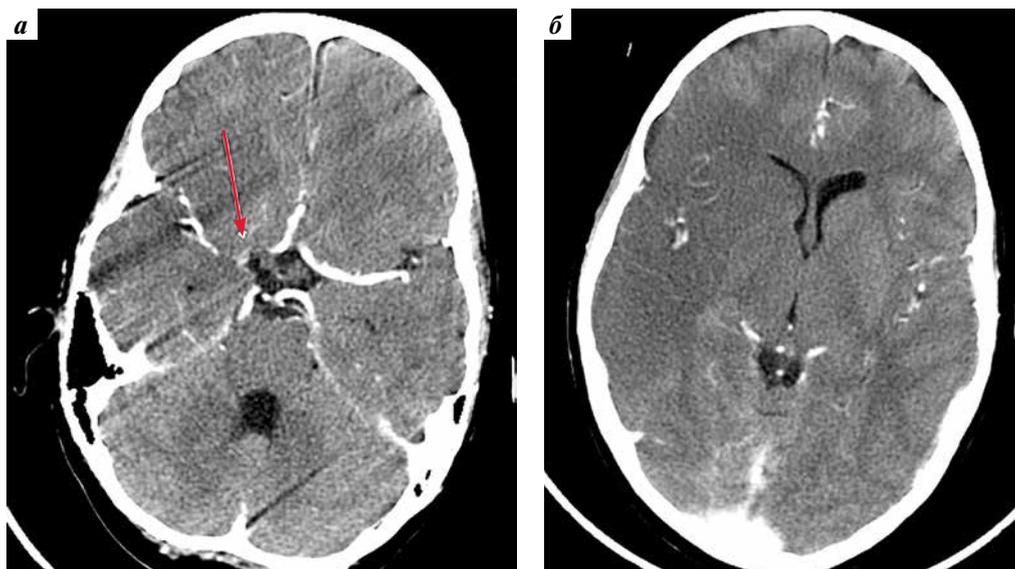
Компьютерная томографическая ангиография от 05.12.2020: а — стрелкой отмечен участок тромбоза М1-сегмента правой средней мозговой артерии; б — отмечаются дислокация средней линии, компримирование правого бокового желудочка, снижение плотности мозговой ткани в бассейне правой средней мозговой артерии
